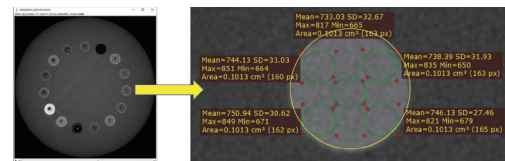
Measurement of RAW CT values of each test material in single slices
